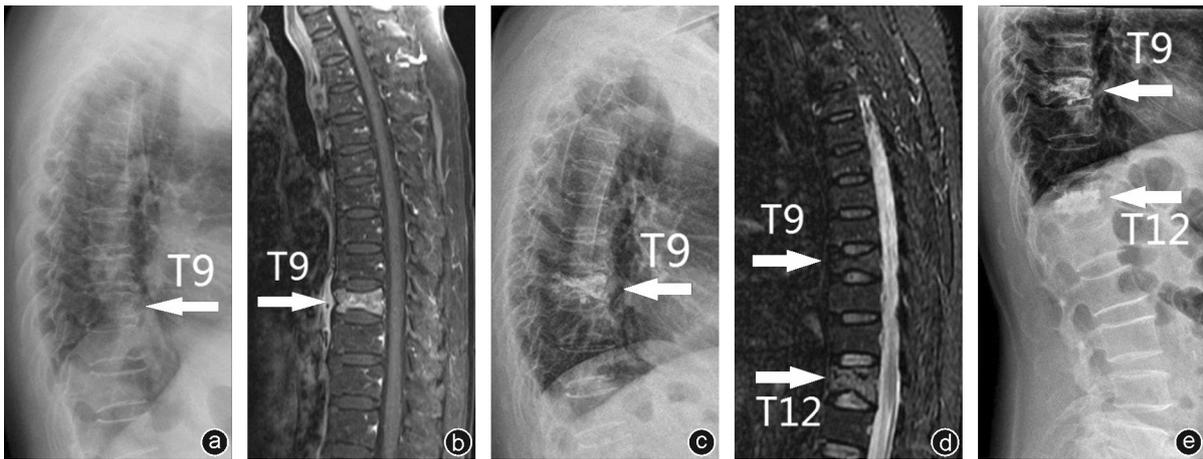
病人,女,66岁,因提重物出现胸背部疼痛1 d入院,T<sub>9</sub>椎体行PKP术治疗 a、b:术前X线片及MRI提示T<sub>9</sub>椎体新鲜骨折;c:予T<sub>9</sub>椎体行PKP术治疗后可见椎体高度恢复;d:术后3个月,病人无明显诱因再次出现腰背部疼痛,MRI提示T<sub>12</sub>椎体新鲜骨折;e:再次行PKP术治疗后X线片可见T<sub>12</sub>椎体高度恢复
